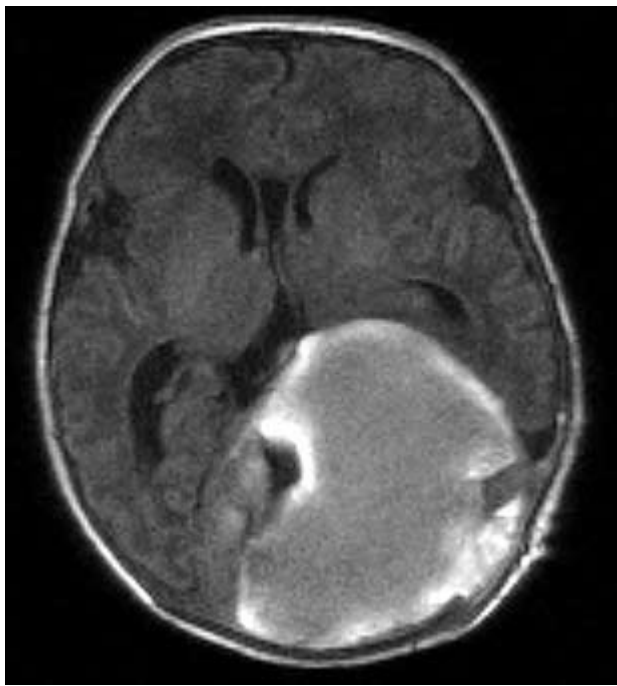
T1-weighted MR image 9 days after the first intervention demonstrating the grossly thrombosed venous pouch.
